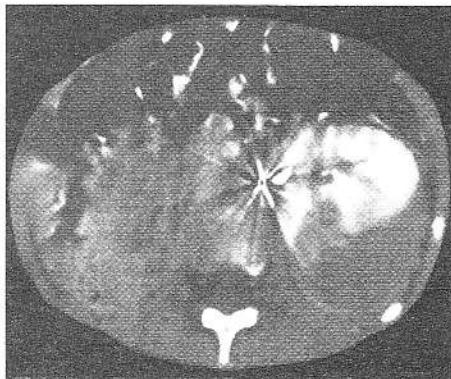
Initial CT of metachronous tumour. Contrast-enhanced renal tissue, with less enhancing tumour mass medioposteriorly. Large non-enhancing intracapsular mass at posterior aspect, probably a subcapsular haematoma.
